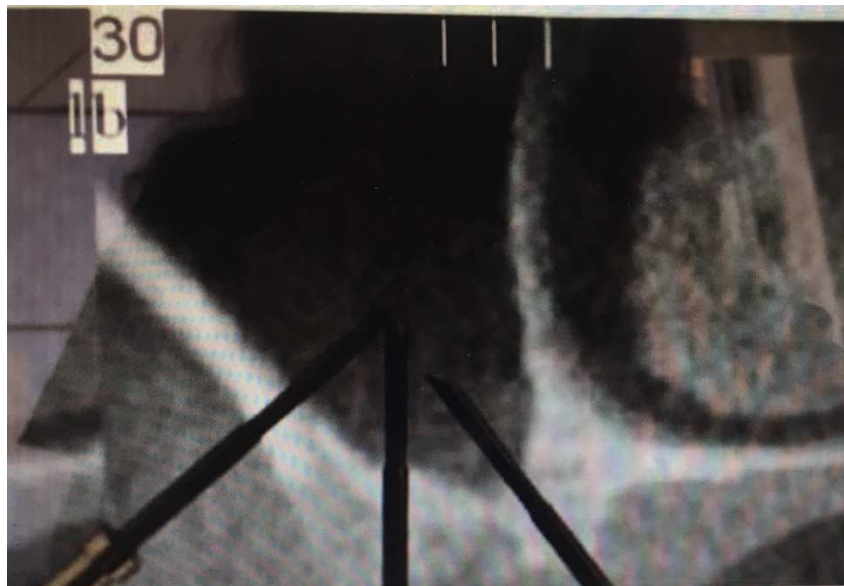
Perspetiva de radiografia do local de perfuração maxilar e orientação das perfurações.
